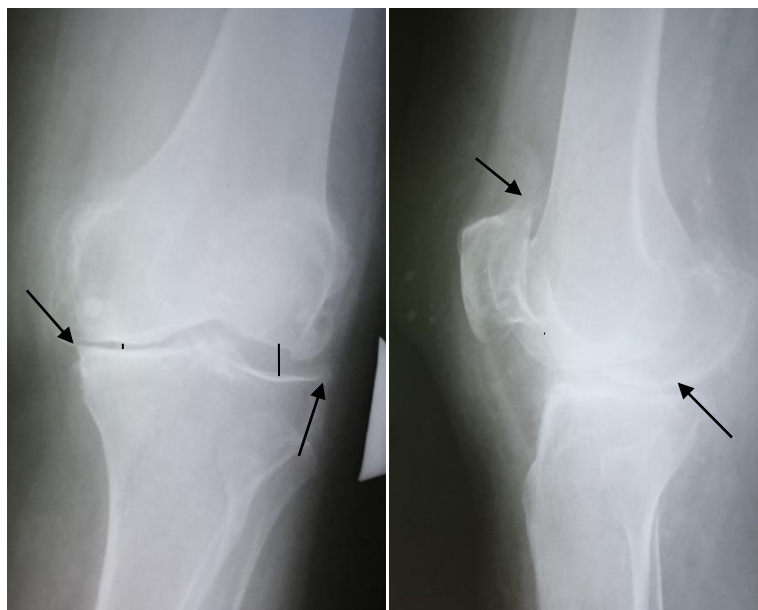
Рентгенография левого коленного сустава пациента Н., 60 лет, в прямой и боковой проекциях (стрелками указаны медиальное сужение суставной щели и остеофиты)
